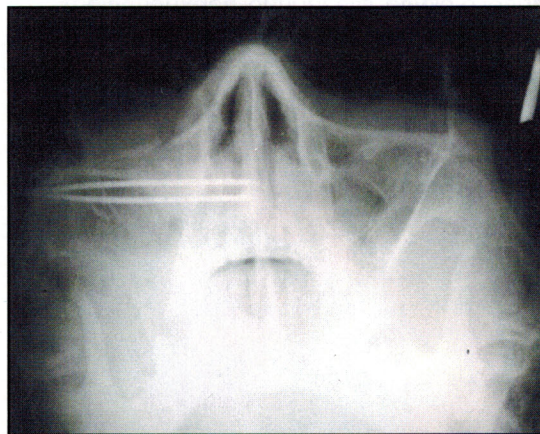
Рентгенограмма. После остеосинтеза перелома скуло-глазнично-верхнечелюстного комплекса с созданием временной спицевой опоры нижнеглазничной стенке.
